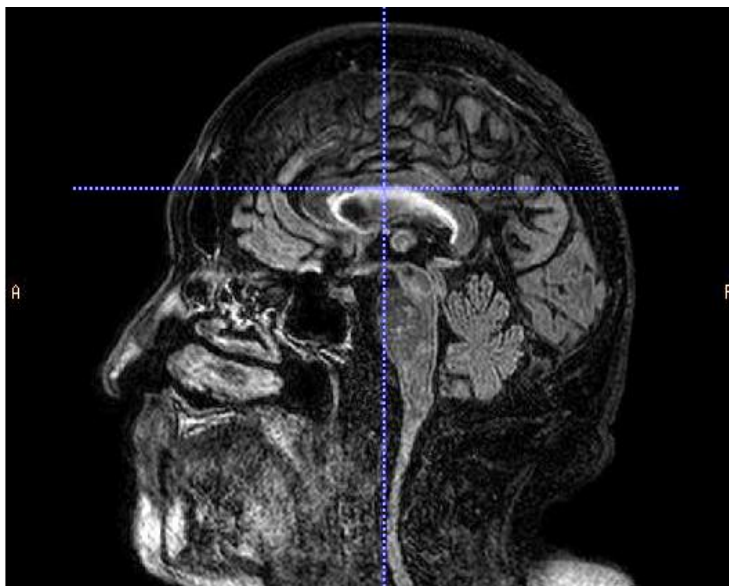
Corte sagital en FLAIR, en un sujeto premutado sin FXTAS, donde se aprecia la hiperseñal en el cuerpo caloso. En este caso no existe una pérdida de volumen significativa en el mismo.
